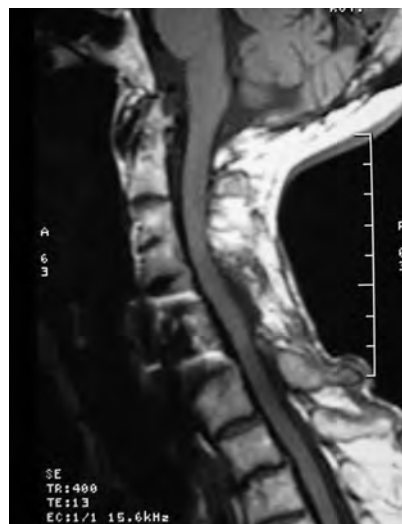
RMN postoperatòria. S'aprecia la restitució del canal medul·lar.
